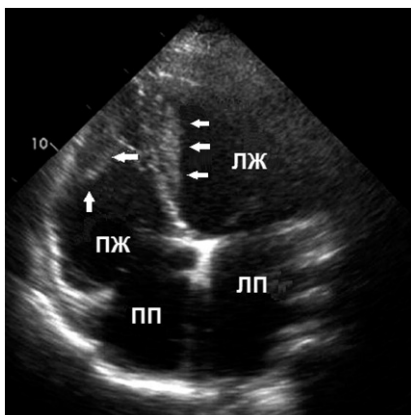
Эхокардиограмма интракардиальных тромбов при перипартальной кардиомиопатии.
